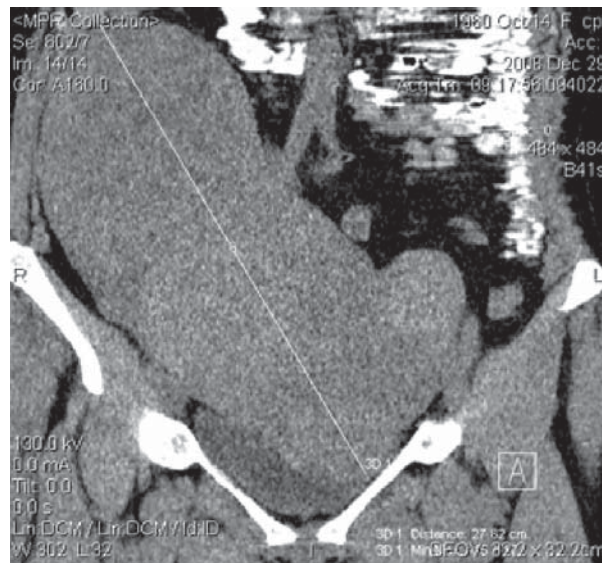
Tomografie computerizată (proiecție frontală): tumoră uterină cu situarea preponderent în regiunea dreaptă a cavității abdominale
